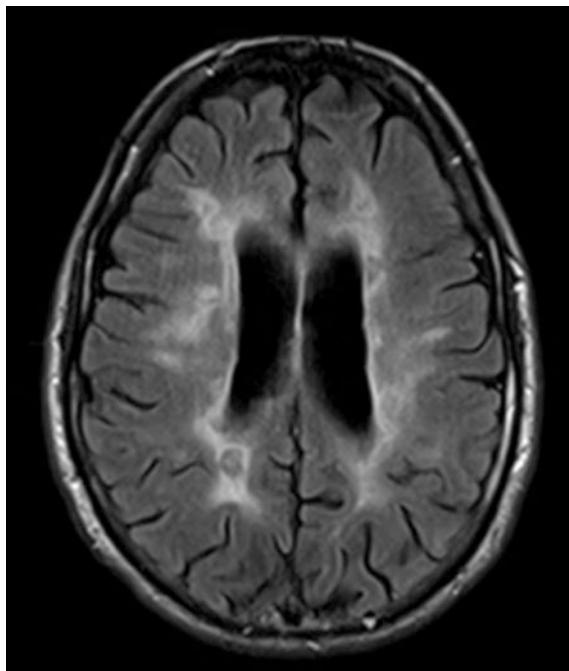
Axiale Schnittführung, Bildkontrast: T2-FLAIR (Liquor dunkel, Herde hell), flächige Defektareale im periventrikulären Marklager, verplumpte Hirnwindungen („äußere Atrophie“) und erweitertes Ventrikelsystem („innere Atrophie“)
